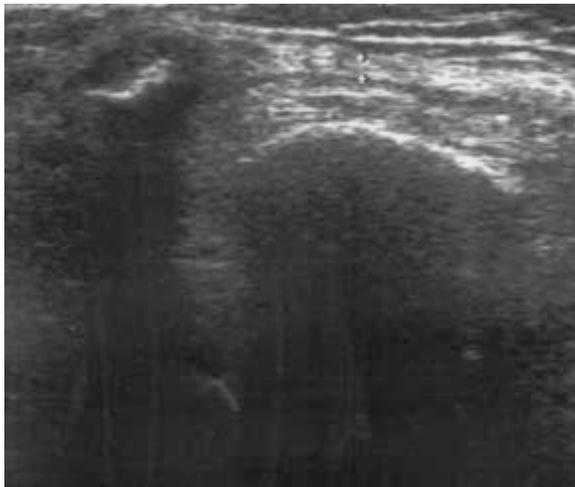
УЗИ коленного сустава через год после введения Т
